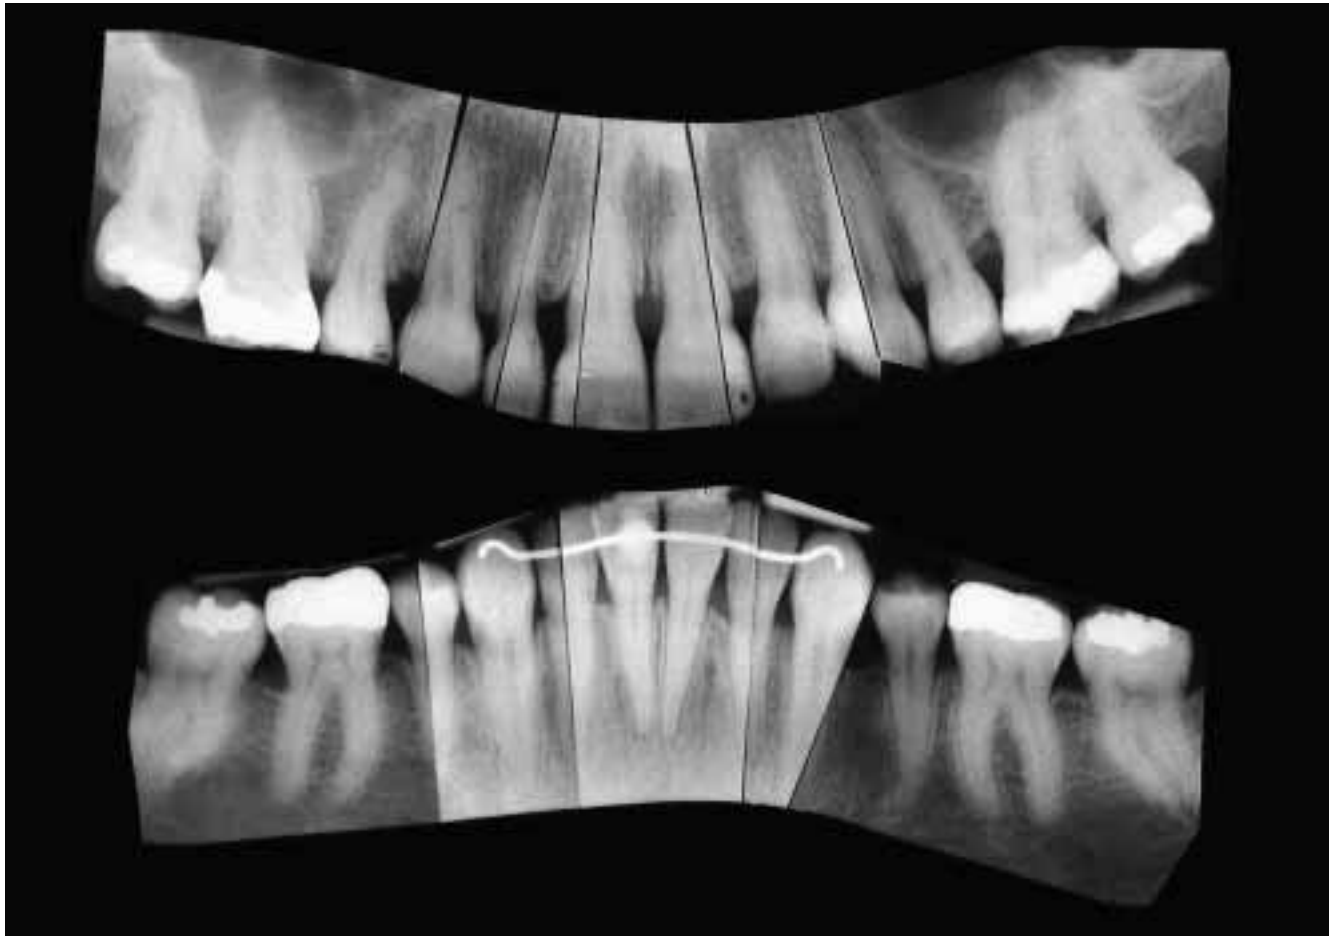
Der Einzelbild-Röntgenstatus zeigt den Knochenverlauf zum Zeitpunkt des Spätbefundes ein Jahr nach Behandlungsabschluss. Die bereits beim Schlussbefund festgestellten Kompaktastrukturen und die Auffüllung der ehemaligen Defekte sind stabil geblieben.
